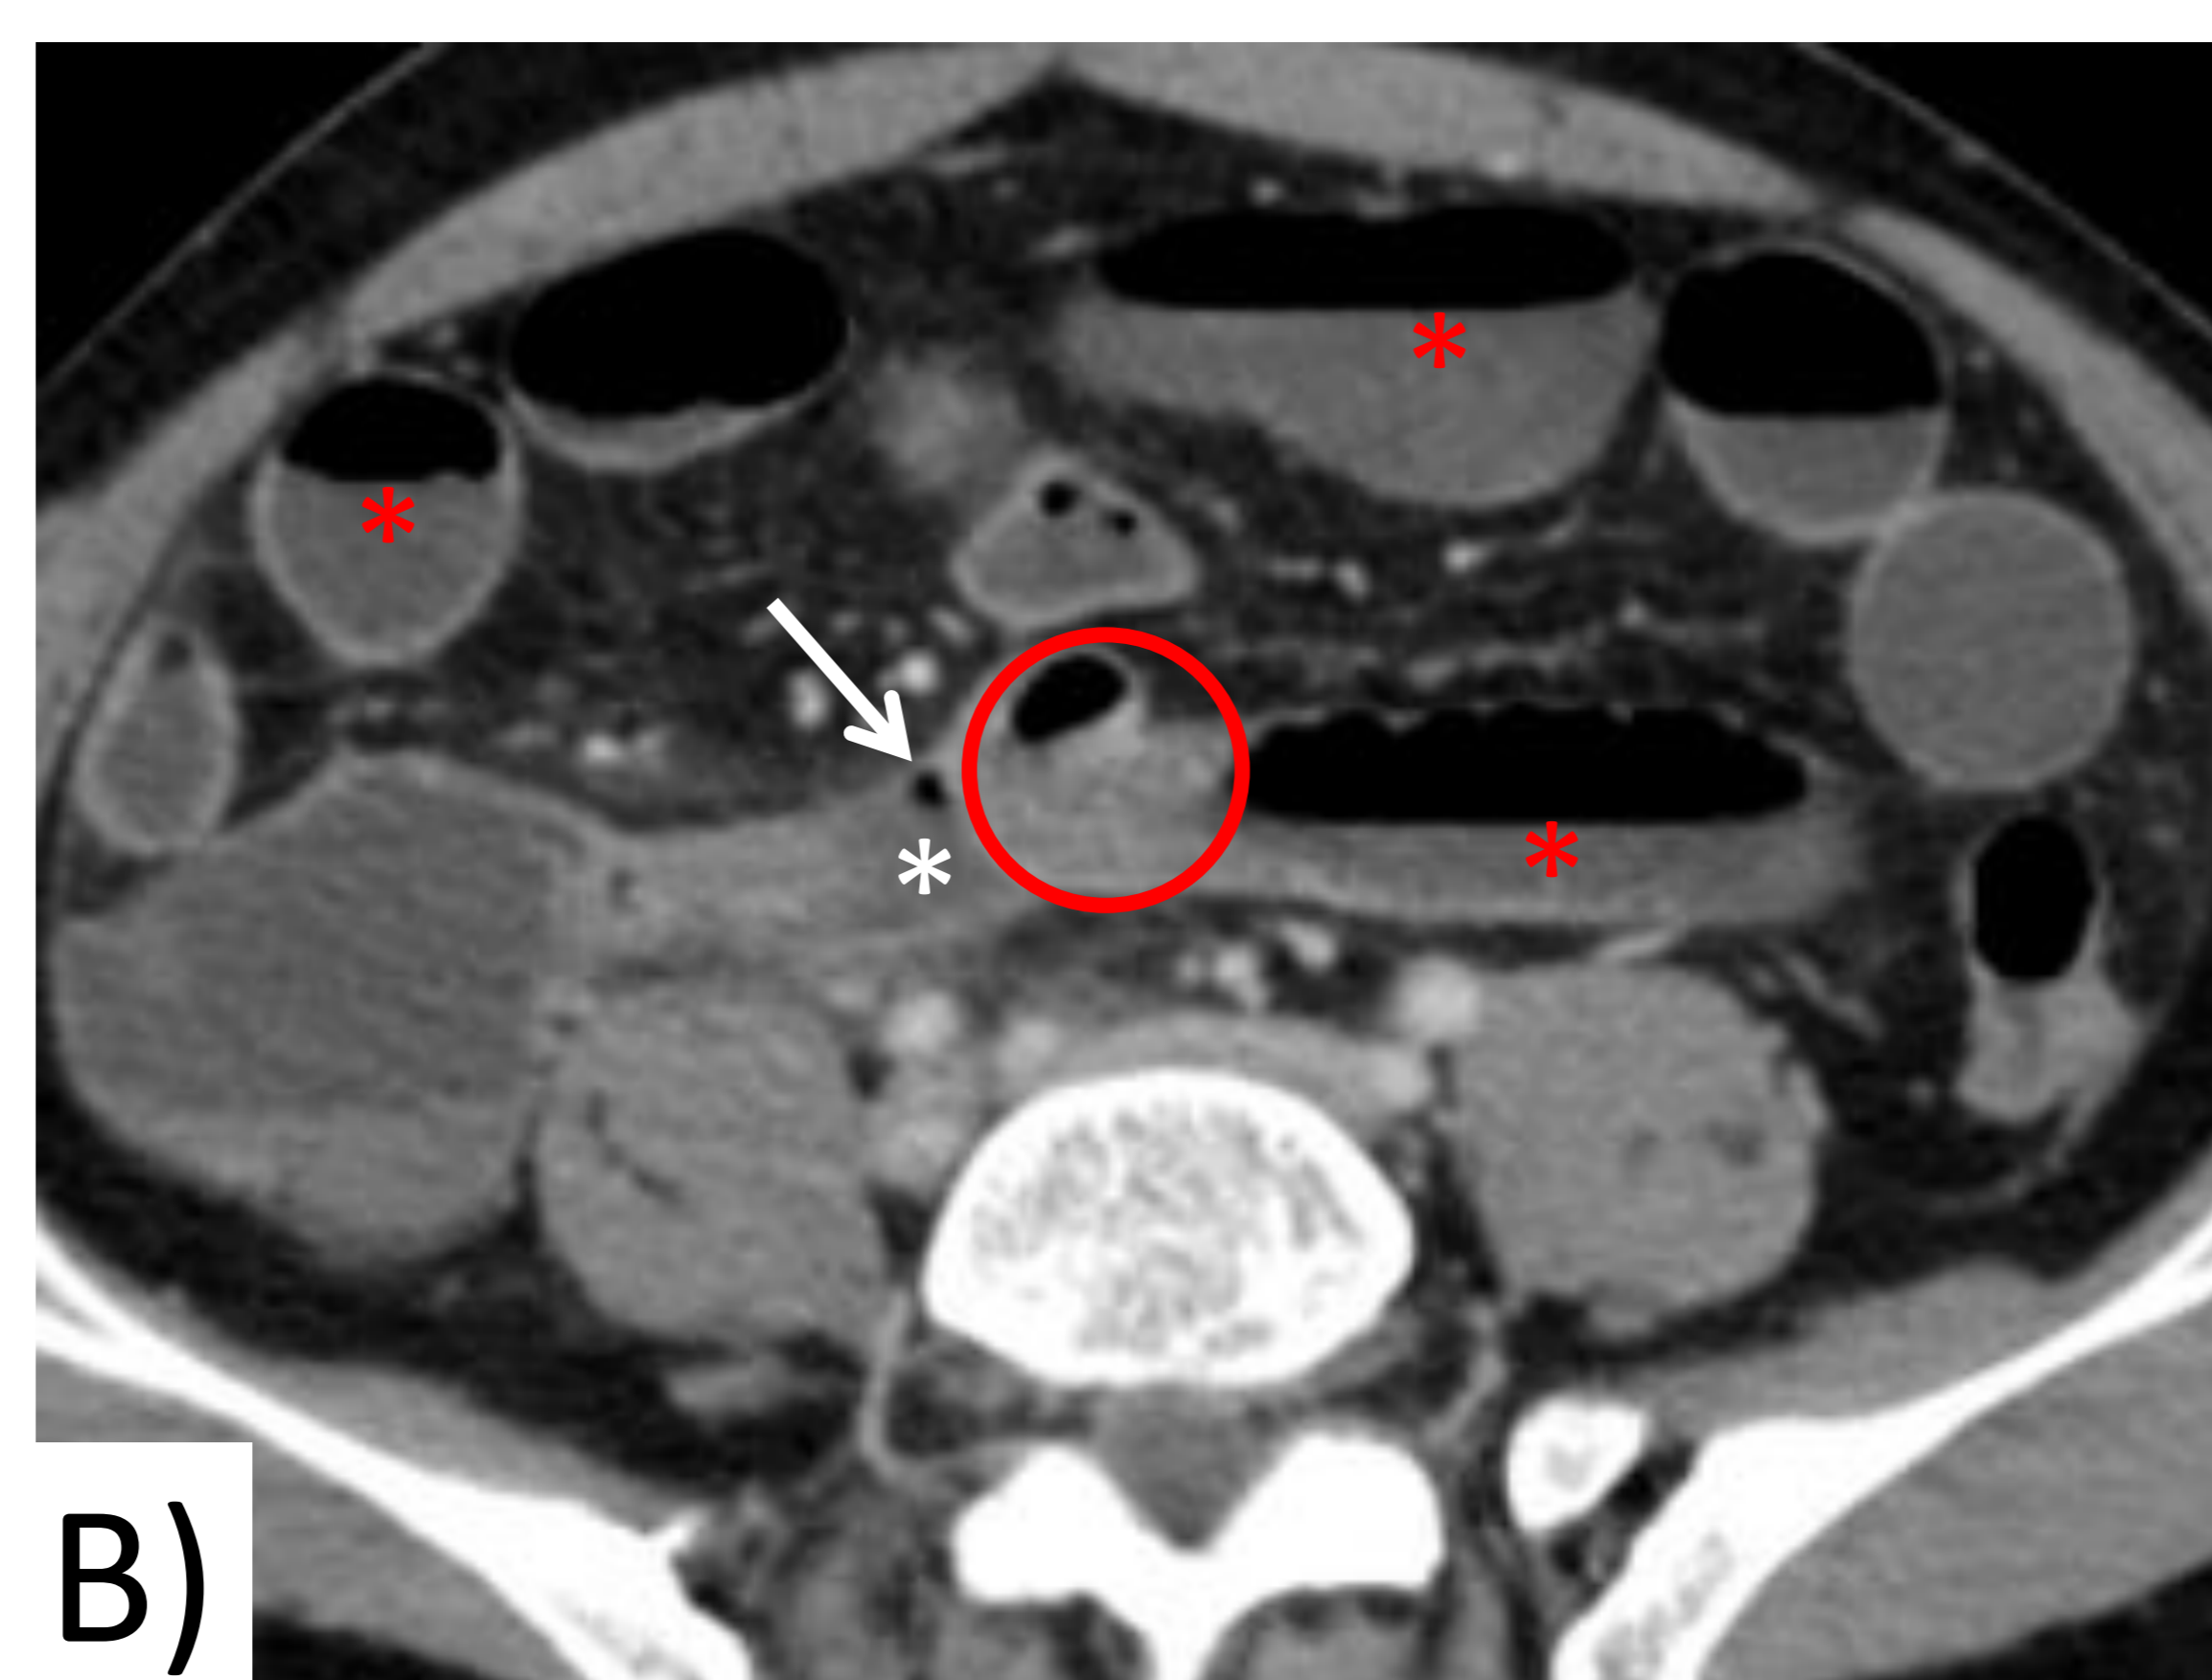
Apendicitis aguda complicada con obstrucción intestinal. A) RX en decúbito supino: dilatación generalizada de asas intestinales. B, C) TC con CIV en fase venosa, cortes axial y coronal: apéndice aumentado de calibre, con extremo distal en mesogastrio, que presenta un apendicolito y gas intraluminal (círculo blanco); estriación de la grasa periapendicular, líquido libre (\* blanco) y gas ectópico (flechas). Engrosamiento focal de la pared del íleon (círculo rojo) adyacente a los cambios inflamatorios y dilatación de asas intestinales con niveles hidroaéreos (\* rojo), sin un cambio de calibre abrupto. Hallazgos compatibles con apendicitis aguda perforada, con íleo secundario por reacción inflamatoria del intestino.
